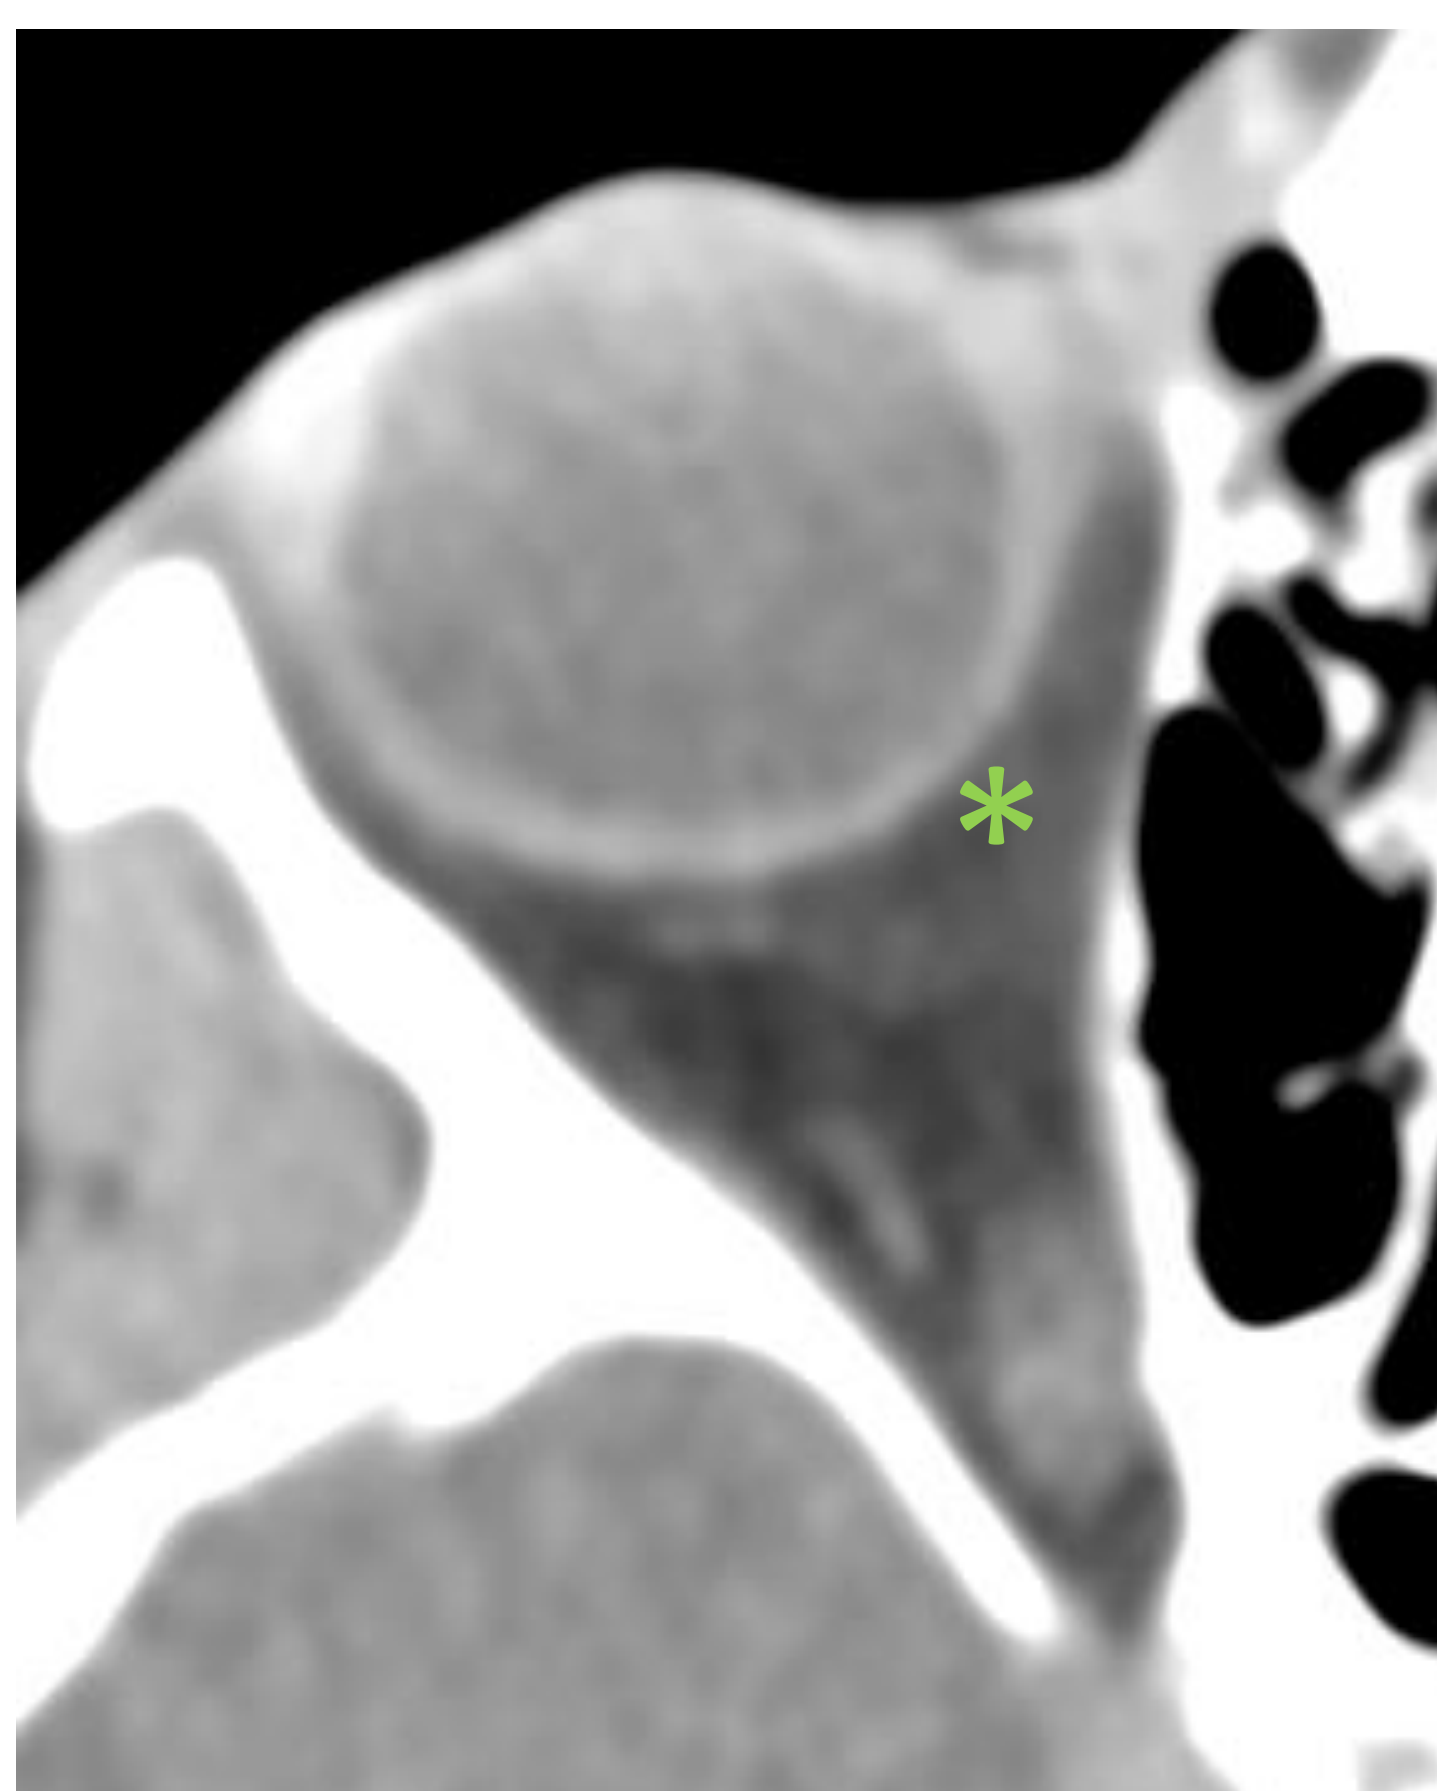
TC axial de órbita sin contraste. Celulitis post-septal: tenue trabeculación de la grasa subcutánea posterior al globo ocular (*).
